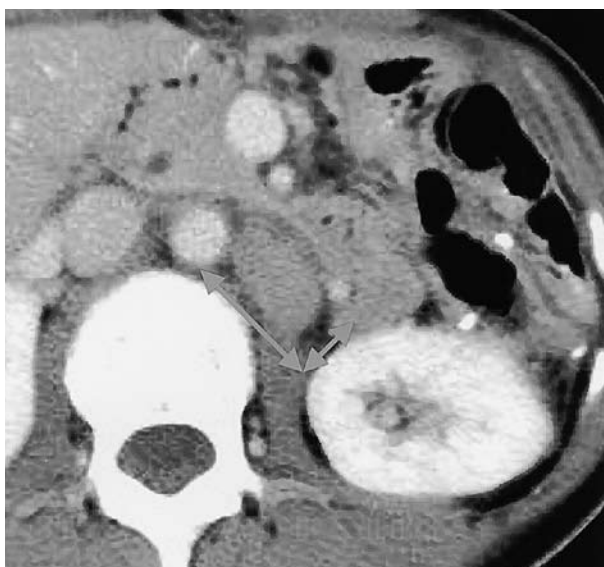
Abdominal computed tomography (CT) before chemotherapy revealed lymph node recurrence around abdominal aorta (arrow).
